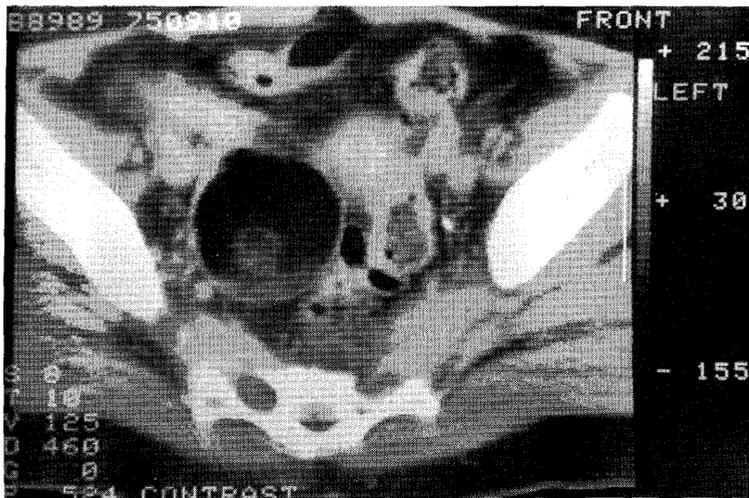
Contrast CT scan of the pelvis suggests an ovarian dermoid cyst.
